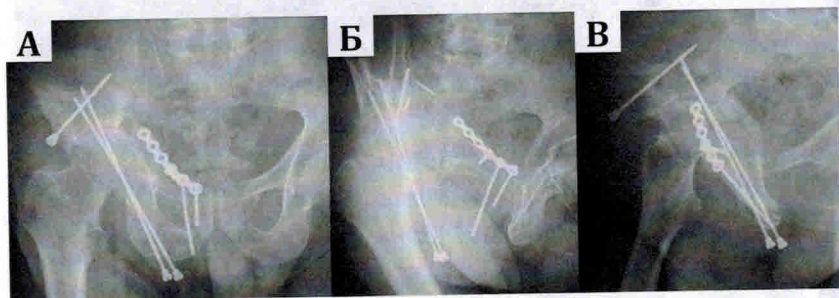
Тот же пациент. Рентгенограммы через 8 мес. после операции в прямой (а), запирательной (б) и подвздошной (в) проекциях
